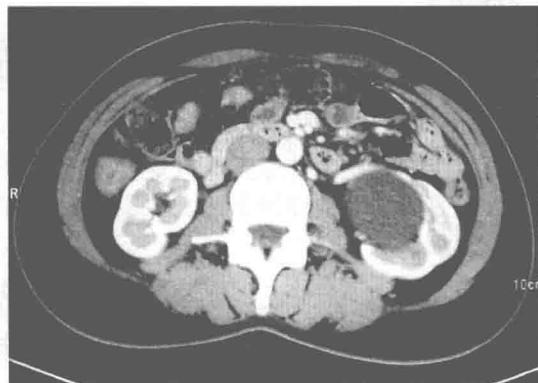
CT 可显示梗阻部位,并提供积水侧肾脏、输尿管扩张程度及肾皮质厚度等信息
